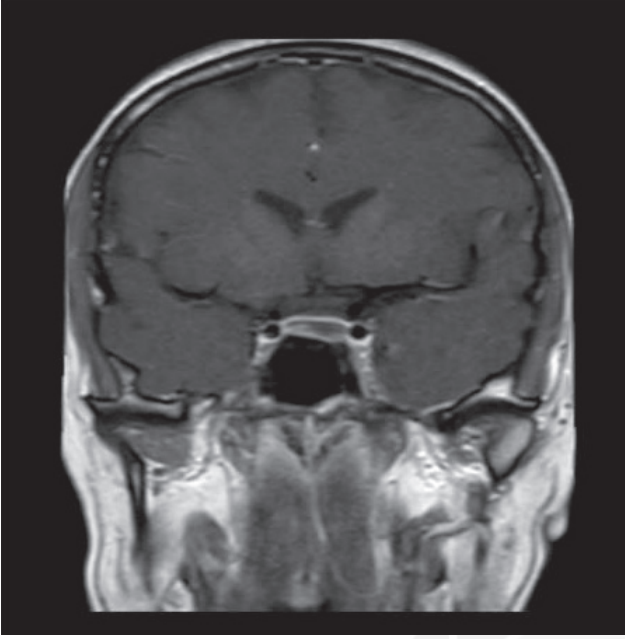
Hipofiz MRG. Koronal kontrastsız T2 ve T1 ağırlıklı görüntülerde sol yarıda hafif asimetrik kalınlık artışı ve belirsiz hipointensite var.
